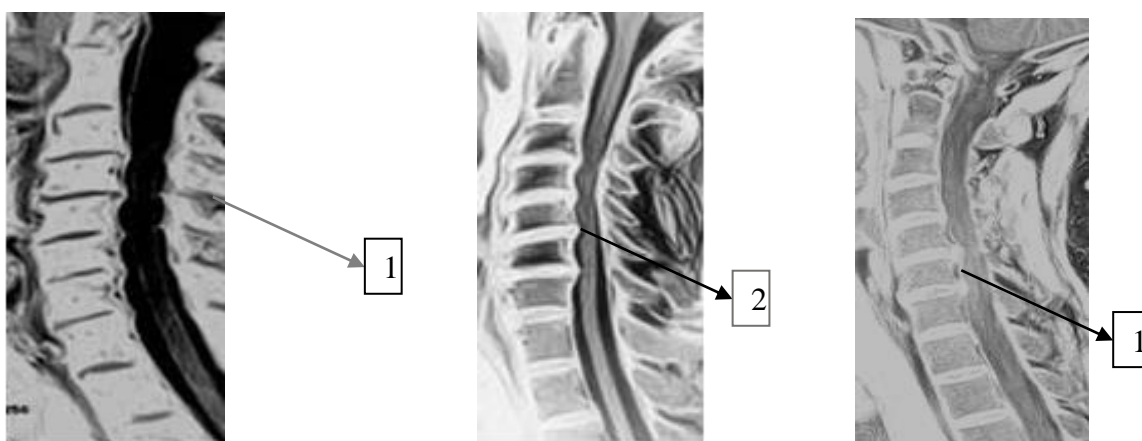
а. Остеофіти (1, 2) на сканах МР-томографії в -Т1 та -Т2 режимі
